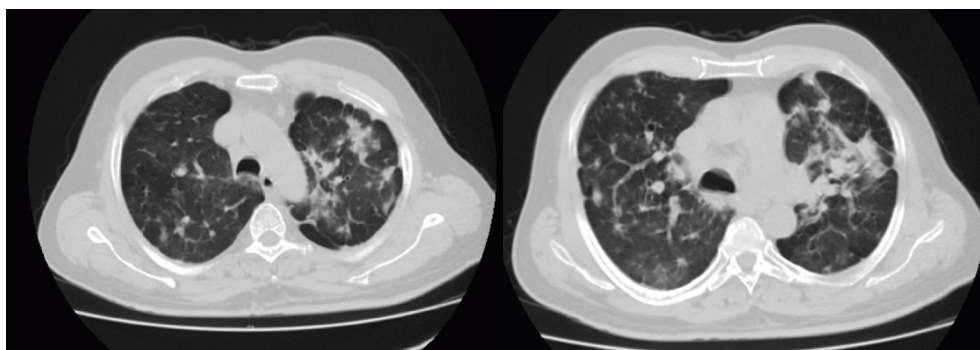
TC Tórax: infiltrados alveolares con algunos engrsamientos de los septos y refuerzo subpleurales.
